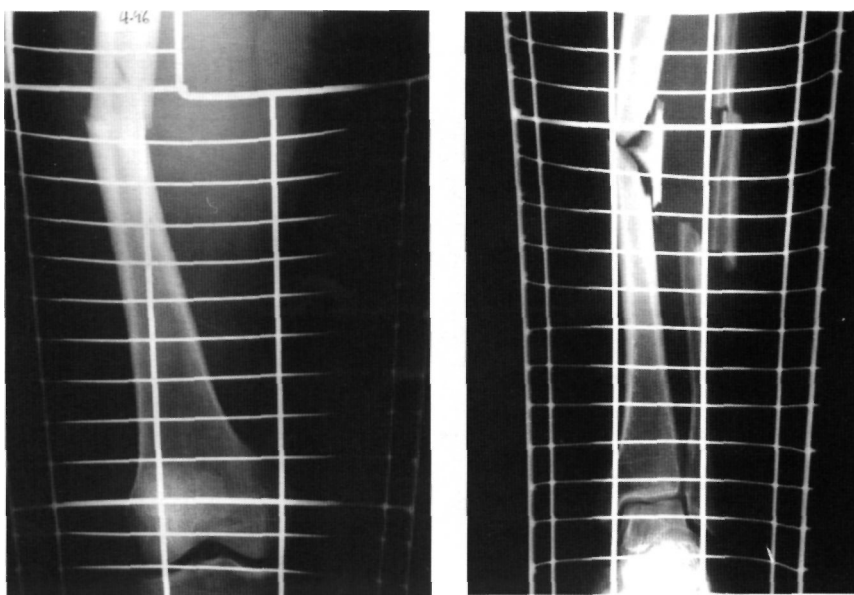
Radiografías del paciente 21. Fractura de tibia tipo 42B2 y de fémur 32B2.
